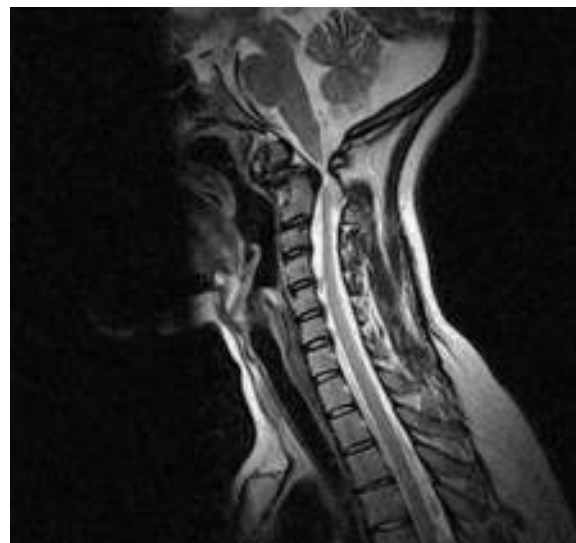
RM cervical, que muestra una compresión de la médula espinal en la unión bulbomedular.
